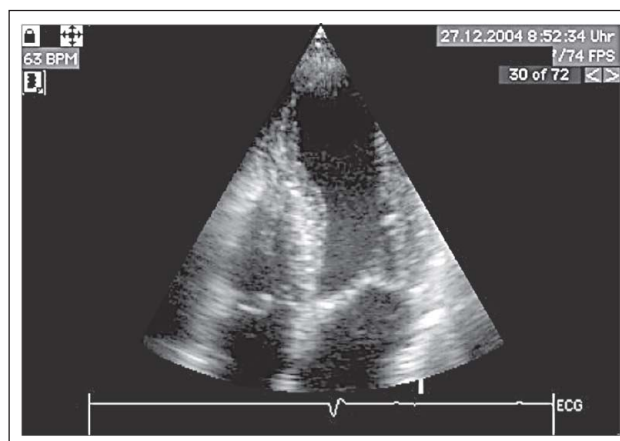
Echokardiographie in der Akutphase. Der apikale Vierkammerblick (Systole) zeigt eine Akinesie der apikalen Abschnitte des linken Ventrikels bei erhaltener Kontraktilität der basalen Segmente.
